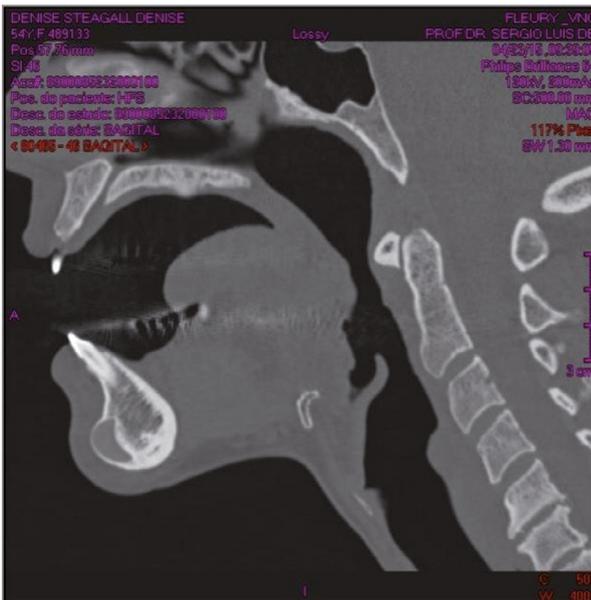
Corte sagital da tomografia computadorizada.
